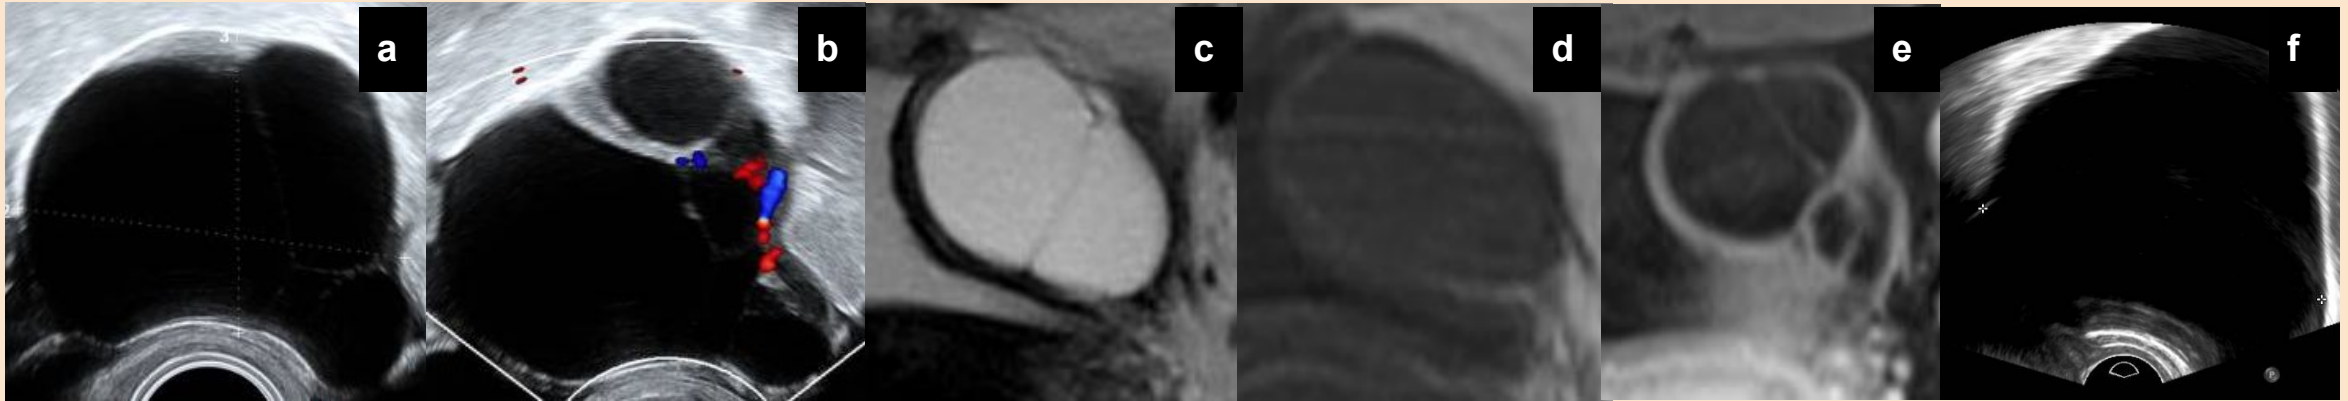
O-RADS 3 en paciente post-menopáusica. a y b) En ecografía se observa en el ovario izquierdo una imagen quística multiloculada de 5 cm, con tabiques internos y sin componente sólido aparente. Al examen Doppler color presentó un score color 2 . c y d) T2 y T1 axiales: En el ovario izquierdo se objetiva un quiste multiloculado de 5 cm, con tabiques lisos y sin componente sólido. e) T1 Fat-Sat con contraste axial: realce parietal y de los tabiques de la lesión. Se decidió manejo expectante: f) Ecografía transvaginal 7 meses posteriores: estabilidad de la lesión.
